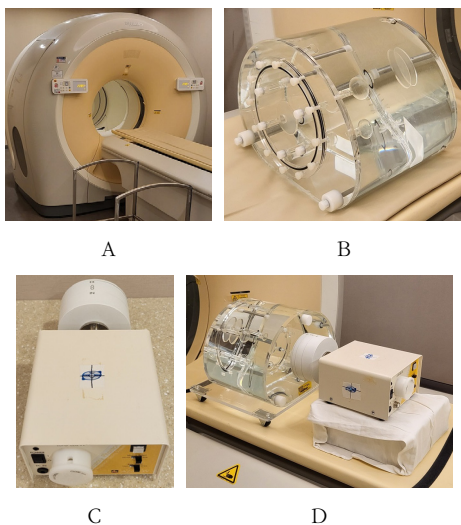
Moving phantom system {A: PET/CT (Philips Healthcare), B: measurement phantom (Biodex Medical System), C: respiratory phantom (Anzai Medical Co), D: phantom with plate}
